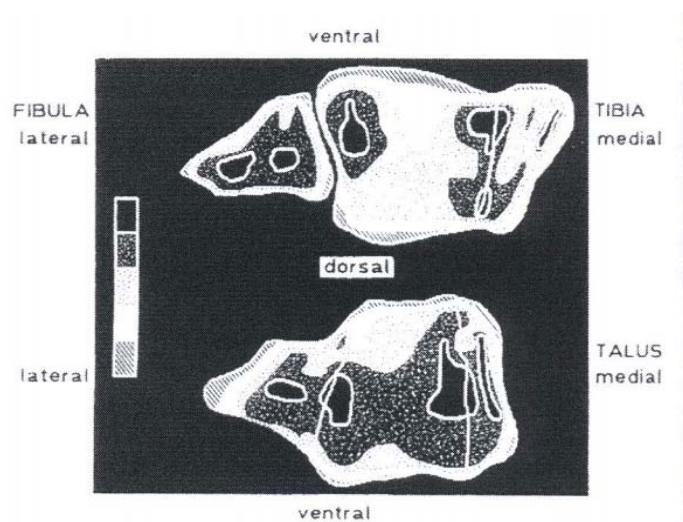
CT- Ostéo-absorptiométrie de la talo crurale.
